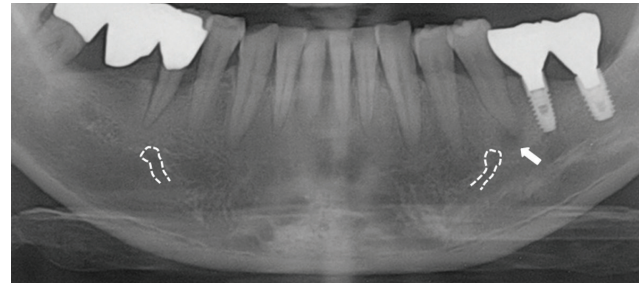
Location of mental foramina (dotted line) and periapical radiolucency (arrow).
